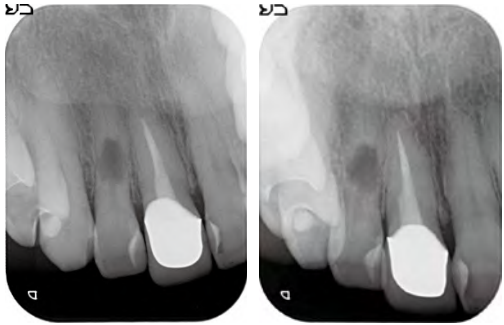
2 ②の術前X線像（左：正放線，右：偏近心）。照射方向が変わっても根管と歯根吸収部の位置関係は変わっておらず，根管のアウトラインも確認できない。これは内部吸収に特徴的な像である
